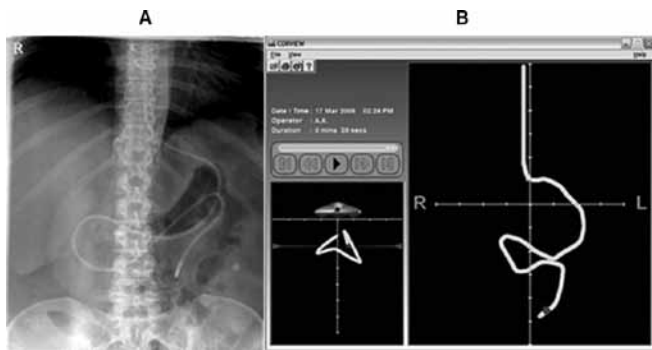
A – Radiografia; B - Método de sondagem por guia eletromagnético.
